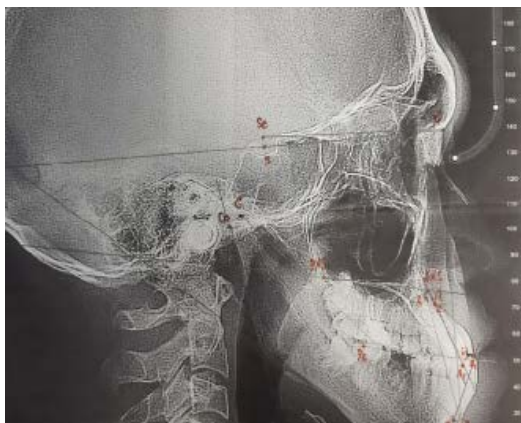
Телерентгенограмма пациента. Скелетная форма мезиальной окклюзии
